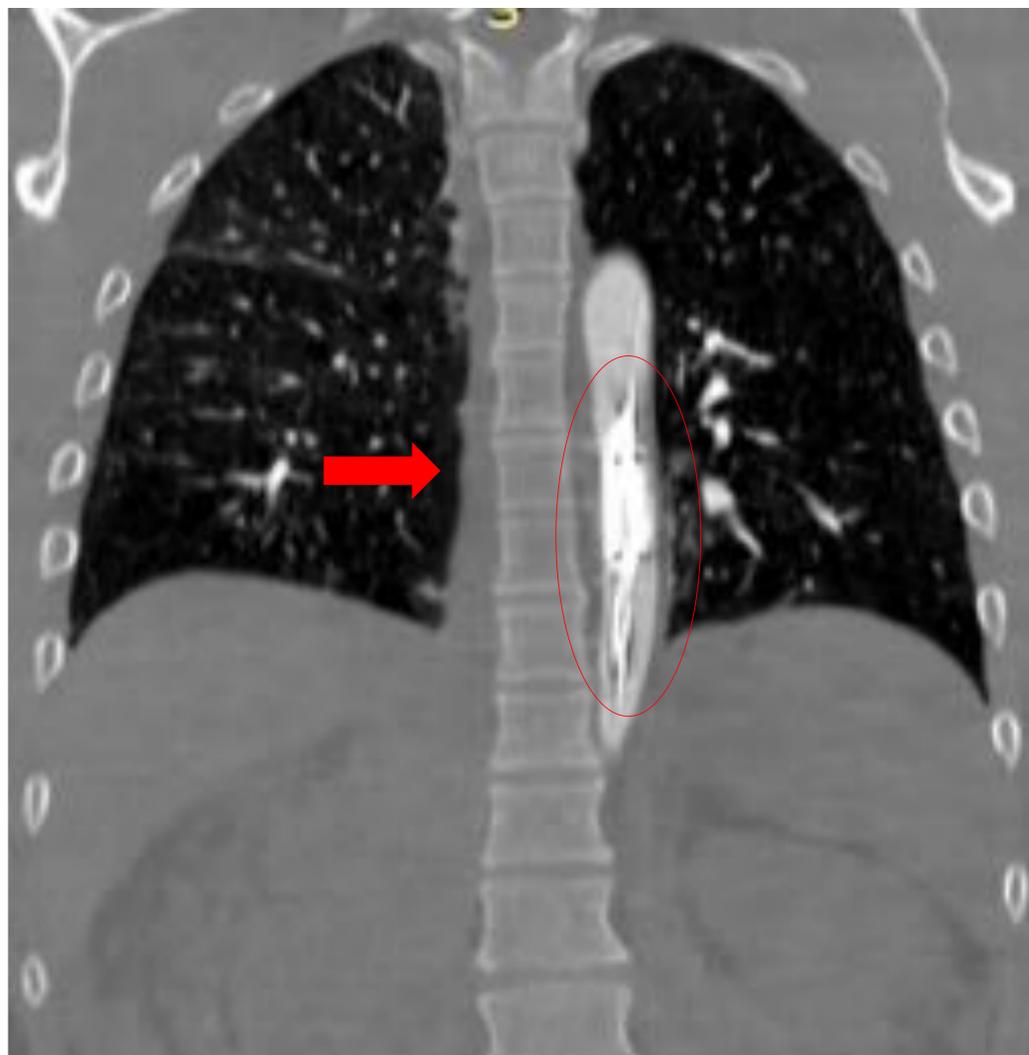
TC torácica. Dispositivo REBOA parcialmente inflado en zona 1 (círculo rojo). Hemotórax derecho (flecha roja).
